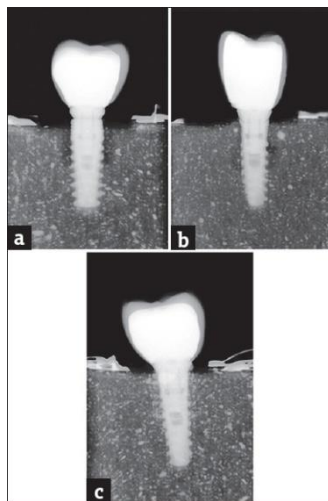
Radiografías periapicales evaluando el contacto hueso-implante con 50% (a), 75% (b) y 100% (c)<sup>11</sup>.
